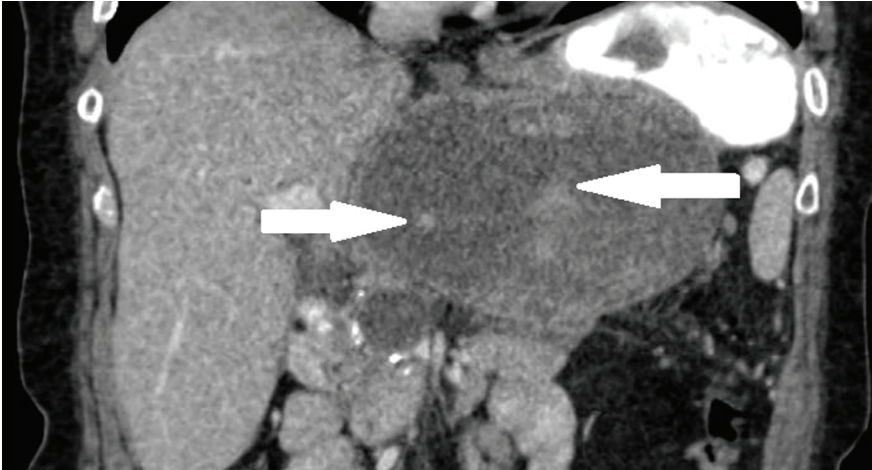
КТ. ПК ПЗ з нагноєнням (гіподенсивні включення)
